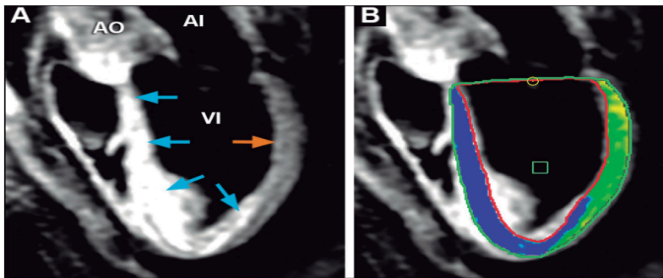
A) Resonancia magnética cardíaca con imagen de secuencia T2-STIR en visión de tres cavidades que muestra un aumento de la intensidad de la señal (Flechas celestes) en la región anteroseptal y apical del VI en comparación al miocardio normal
